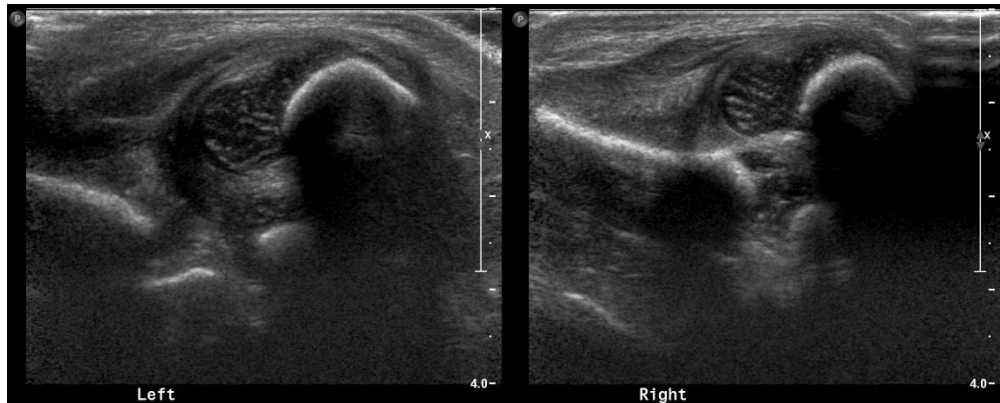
Coronal ultrasound of the hip shows bilateral hip dislocation. The femoral head is dislocated superior and posterior to the iliac bone in both side of hips.
